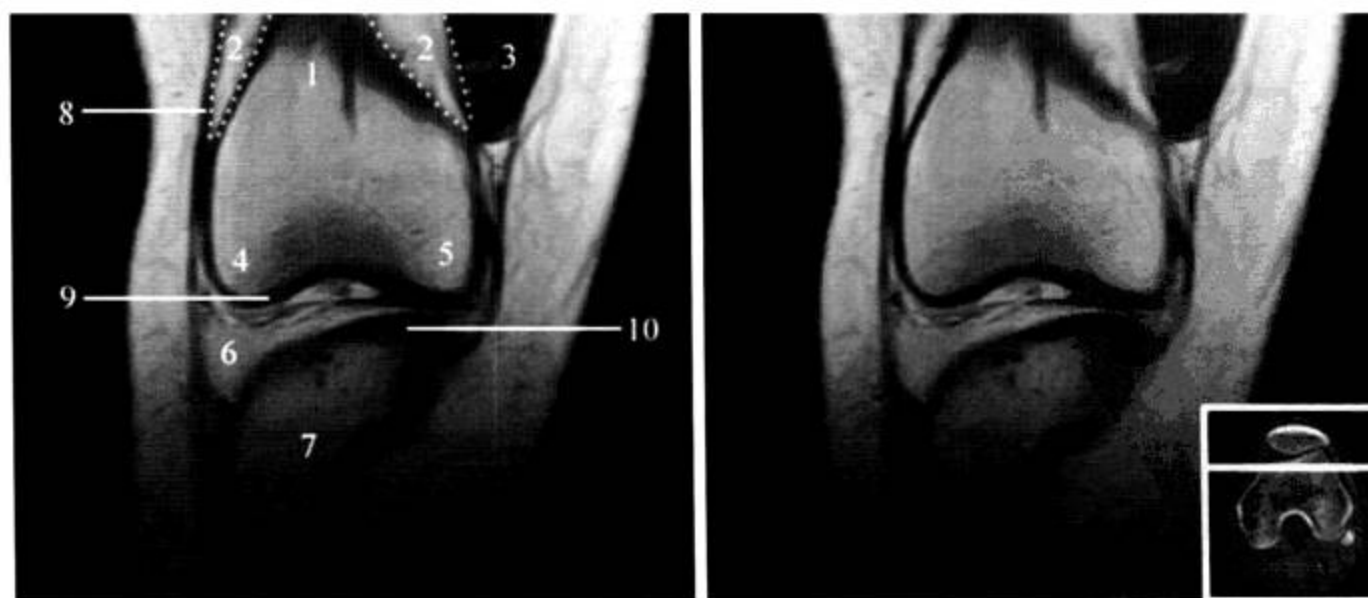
膝关节 MRI 冠状面 (T<sub>1</sub>WI)
